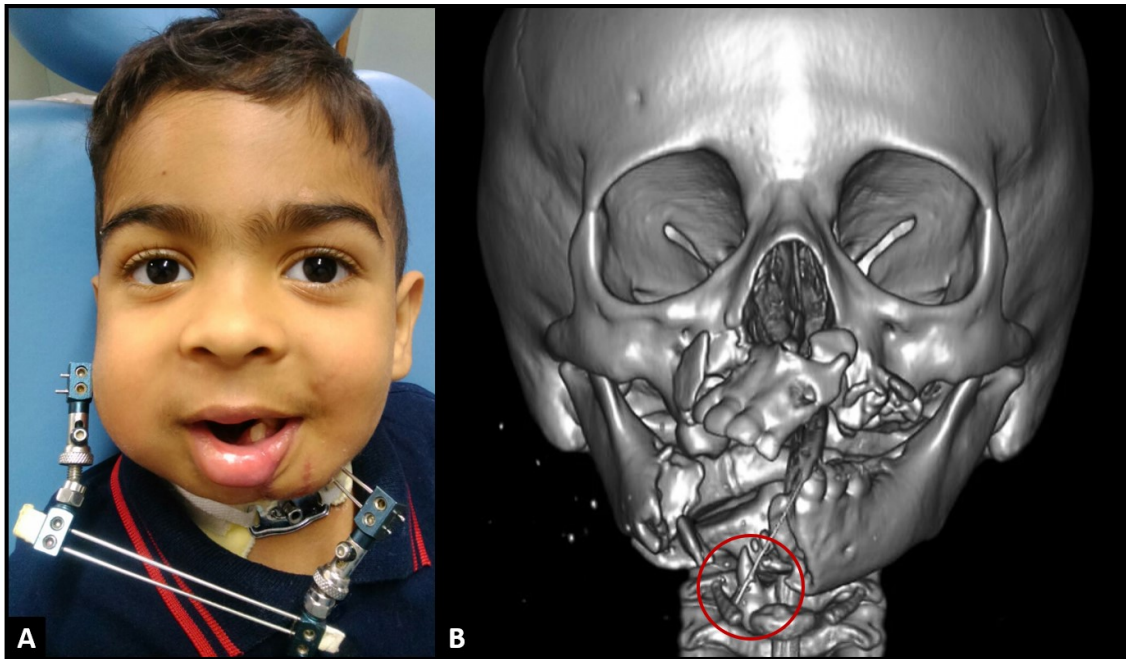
Imagem frontal inicial do paciente (A) e tomografia computadorizada de face em reconstrução 3D (B) evidenciando fratura cominuta de maxila e mandíbula, assim como a presença de um elemento dentário (demarcação vermelha) no esôfago.
